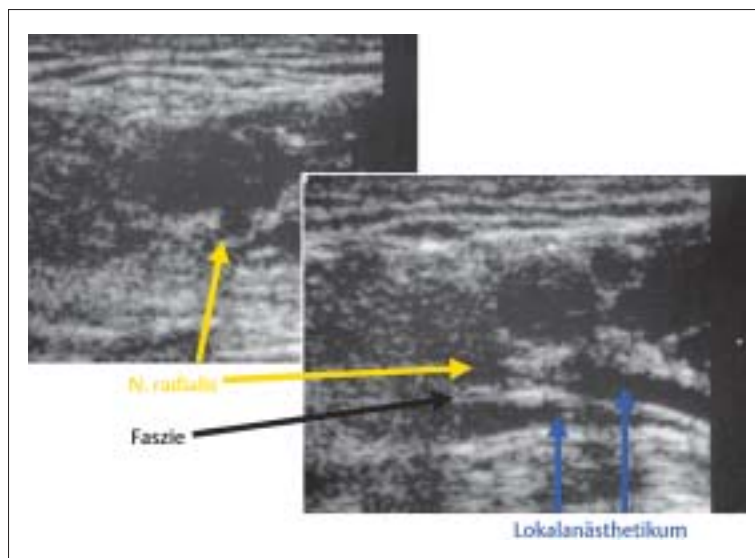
Sonografische Darstellung der nervalen Strukturen im axillären Bereich des Plexus brachialis vor und nach der Applikation von Lokalanästhetika am N. radialis. Der N. radialis lässt sich unterhalb der A. axillaris darstellen. Beachte die versehentliche Applikation des Lokalanästhetikums unterhalb der Faszie des M. triceps. Nach diskretem Zurückziehen der Punktionsnadel stellt sich eine korrekte Ausbreitung des Lokalanästhetikums um den N. radialis dar.
